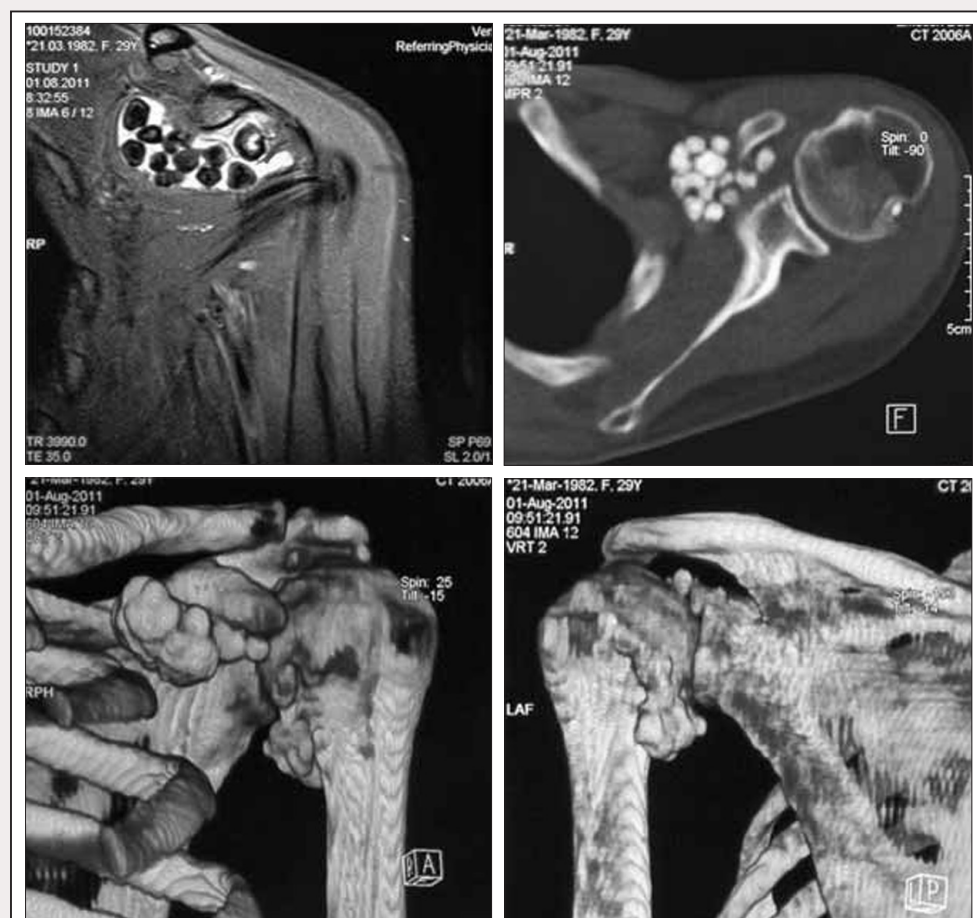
МРТ левого плечевого сустава до операции. Наличие свободных внутрисуставных тел в полости сустава: а, б – в переднем отделе; в, г – в нижнем, супрагленоидальном отделе, в подклювовидной и подлопаточной сумках; г – в заднем отделе
